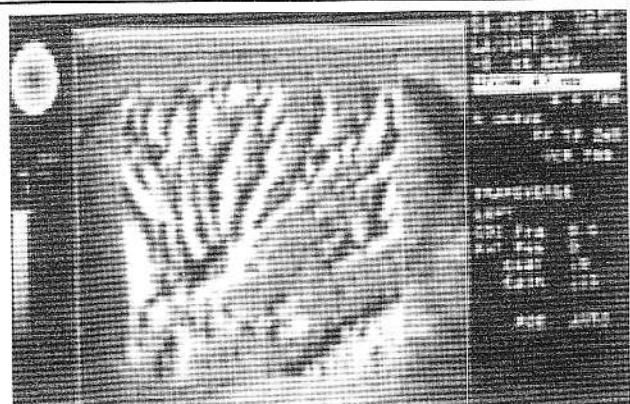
Ecografie power Doppler a II-a generație: vascularizație testiculară.
